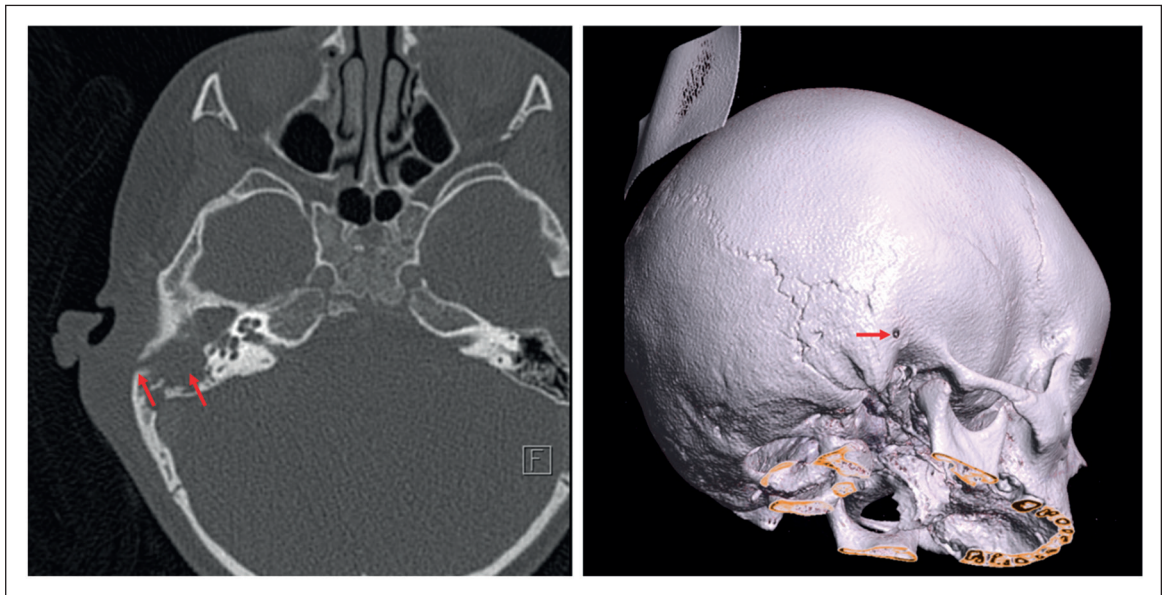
Tomografía computada de absceso mastoideo derecho.
